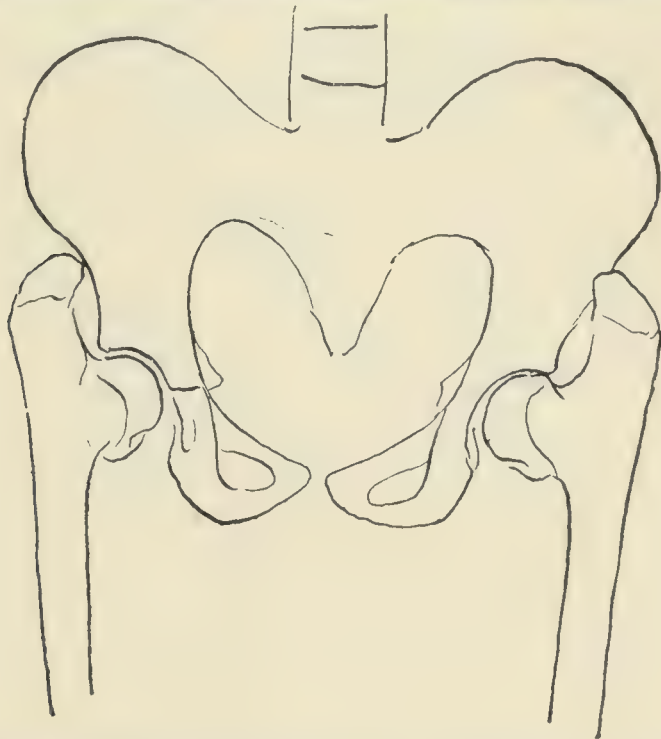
Ein schwerer Fall von Coxa vara (nach der Radiographie eines unserer Kranken von 14 Jahren).
